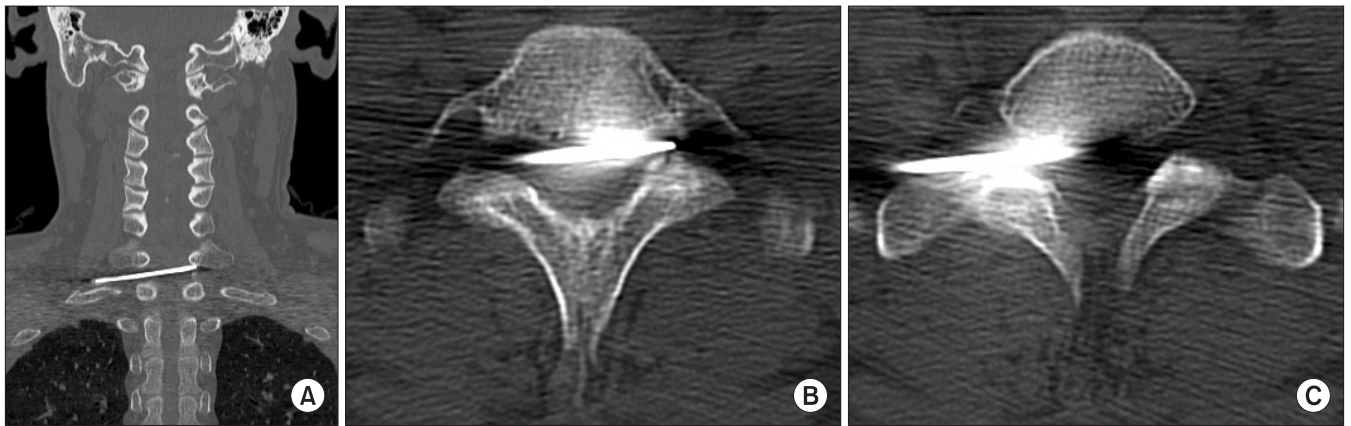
Coronal (A) and axial (B, C) cervical computed tomography scans confirming migration of the K-wire into the cervical spinal canal at the C7 level. The K-wire is located anterior to the spinal cord.
